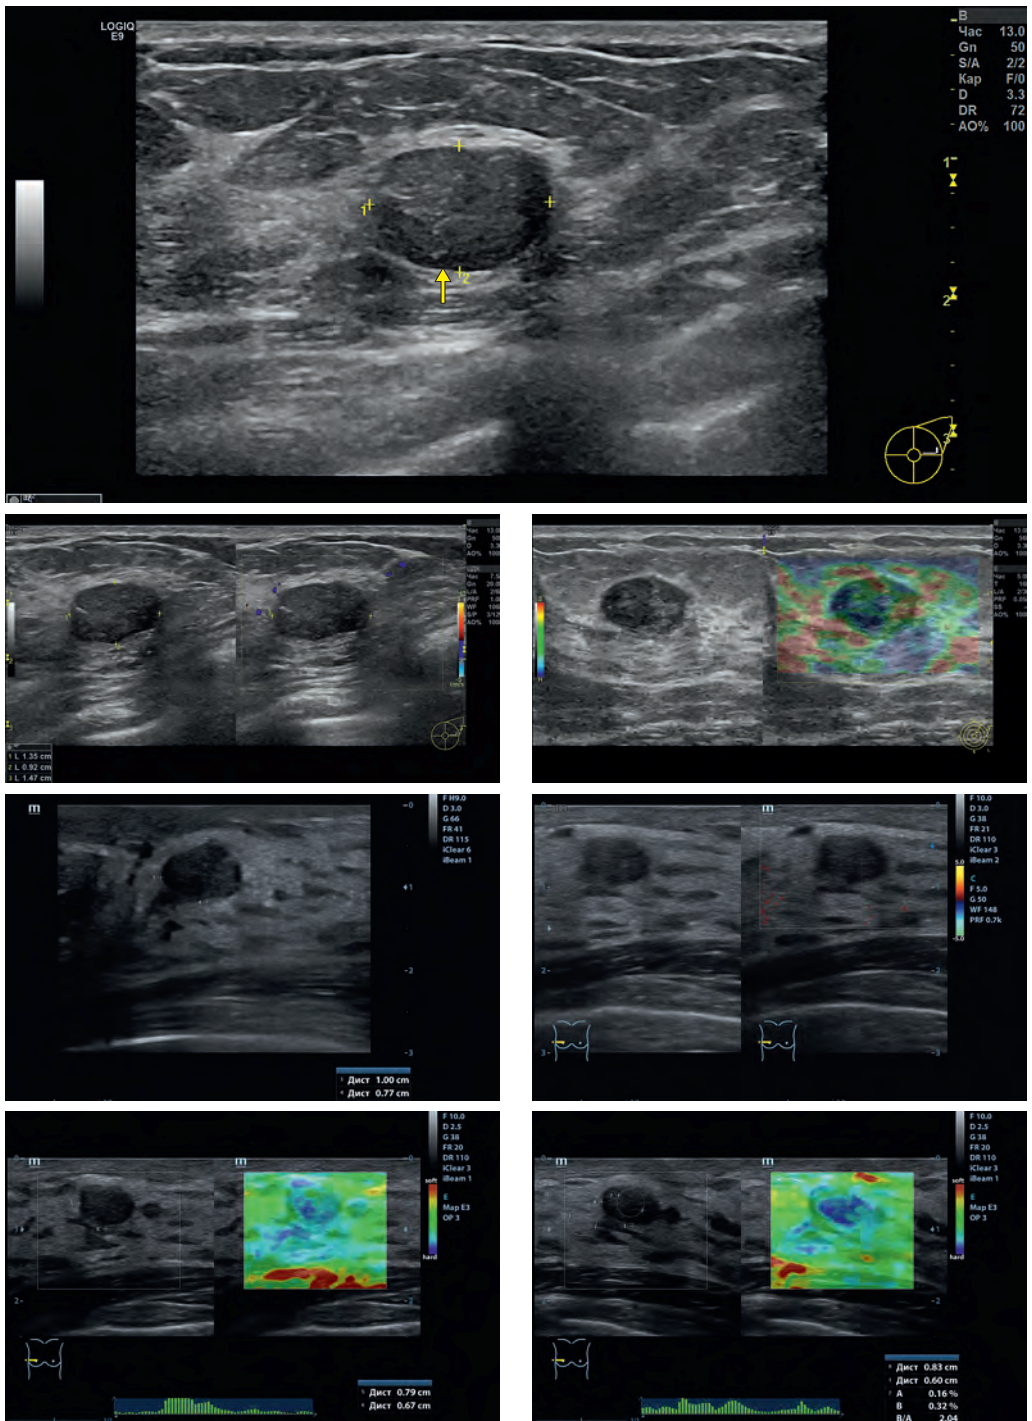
ФА МЖ. Эхограммы, МПУЗИ. Визуализируются УО правильной овальной формы (горизонтальной ориентации) пониженной эхогенности, однородной структуры, с четкими контурами, ровными границами (СШ); гиповаскулярные (ЦДК); 3-го типа по Ueno (КСЭГ). US BI-RADS-3.
